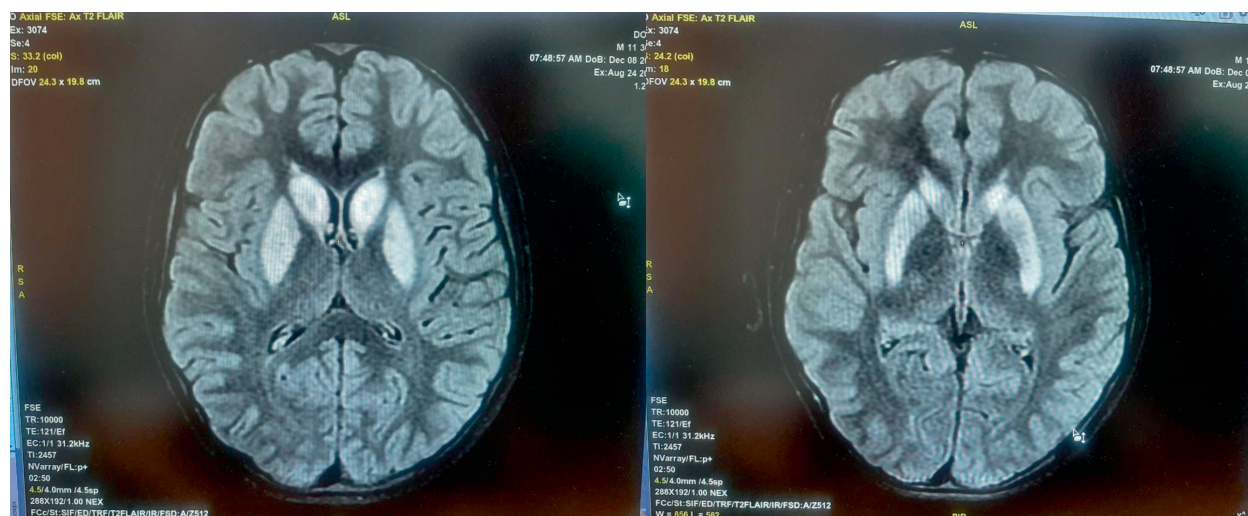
МРТ больного Д. от 24.08.2020.
